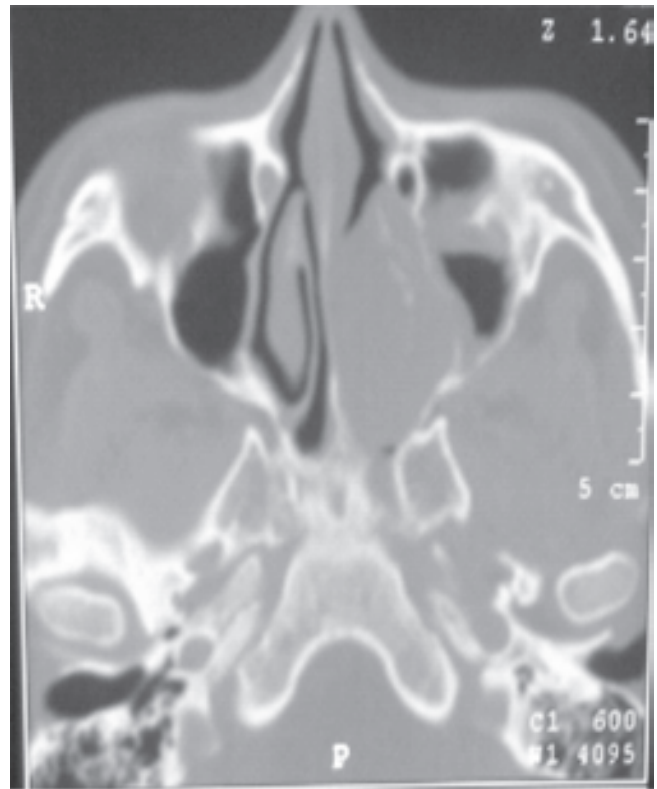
Corte axial de tomografía computada donde se observa densidad de tejidos blandos que involucra fosa nasal izquierda y remodela la pared medial del maxilar izquierdo.
